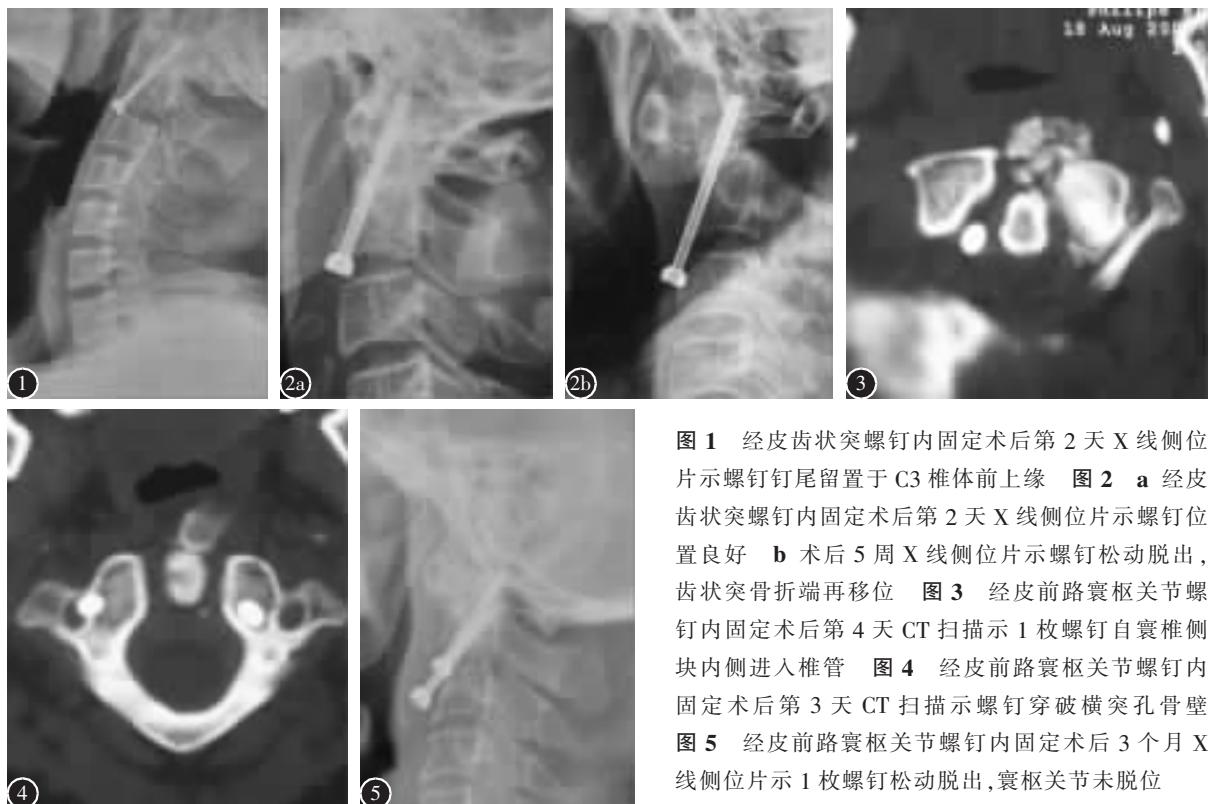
经皮齿状突螺钉内固定术后第2天X线侧位片示螺钉钉尾留置于C3椎体前上缘
